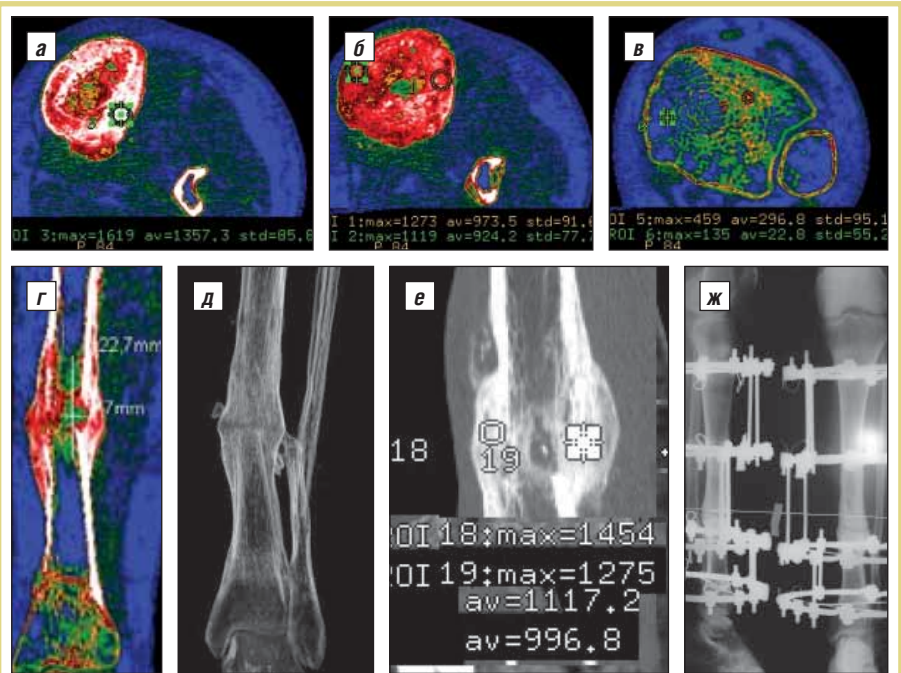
МСКТ костей голени больной В., 26 лет. Аксиальные срезы, ColorMap (а, б, в); MPR, ColorMap (г), VRT (д); MPR (е). Рентгенограмма голени больной после операции (ж)
